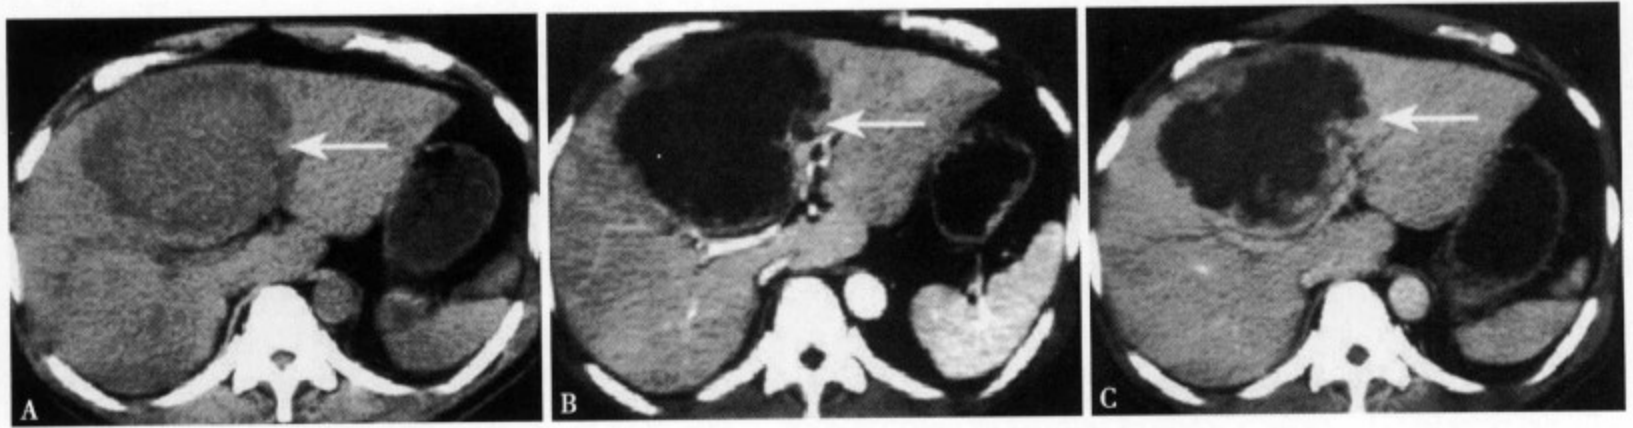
阿米巴肝脓肿：CT 平扫 (A) 肝左叶内侧段显示一类圆形稍低密度肿块、CT 值约 35~46Hu，边缘不规则，界线不清；增强 CT 动脉期 (B) 病灶的边缘轻度强化，脓腔无强化呈明显均匀低密度区，周围的血管明显受压移位；平衡期 (C) 病灶的内部仍无强化，但边缘部可见不规则结节状强化
